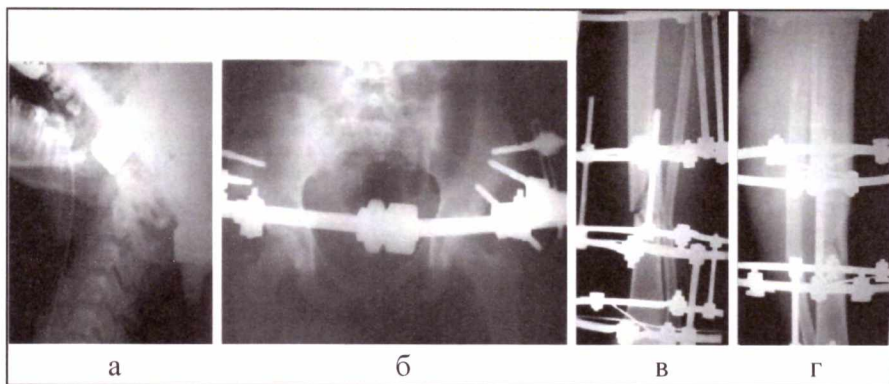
Рентгенограммы позвоночника, костей таза и правой голени после репозиции и фиксации
